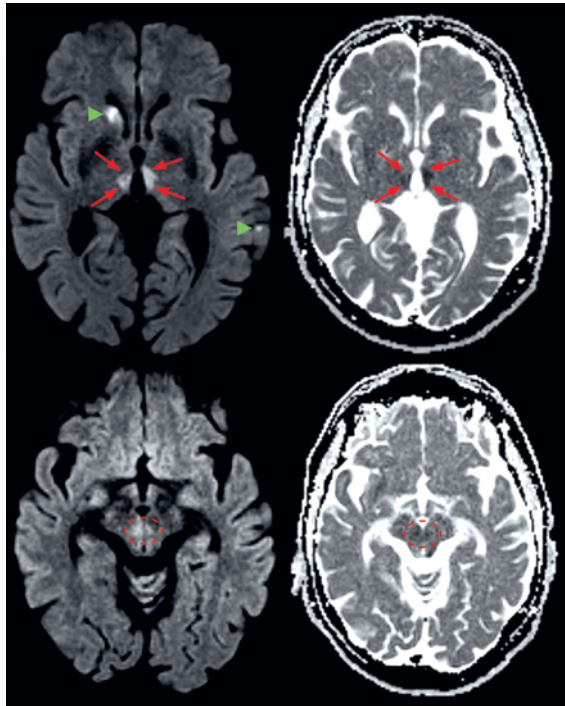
Magnetresonanztomogramm Schädel, B1000- (links) und ADC- (rechts) Sequenz, Axialschnitte: In den oberen Abbildungen sind beidseitige, akute mesiothalamische Ischämien (rote Pfeile) zu sehen. In den unteren Abbildungen zeigen sich sehr flau Hyperintensitäten im Bereich des Mesencephalons (rot gestrichelter Kreis), ebenfalls als Zeichen des akuten ischämischen Infarktes. Bei diesem Ischämiemuster handelt es sich um einen Infarkt Typ 1 bei Verschlüssen der Percheron-Arterie [4]. Ausserdem lassen sich auch der ältere Infarkt im Caput nuclei caudati rechts sowie ein kleinerer, älterer Infarkt kortikal links darstellen (grüne Marker).
